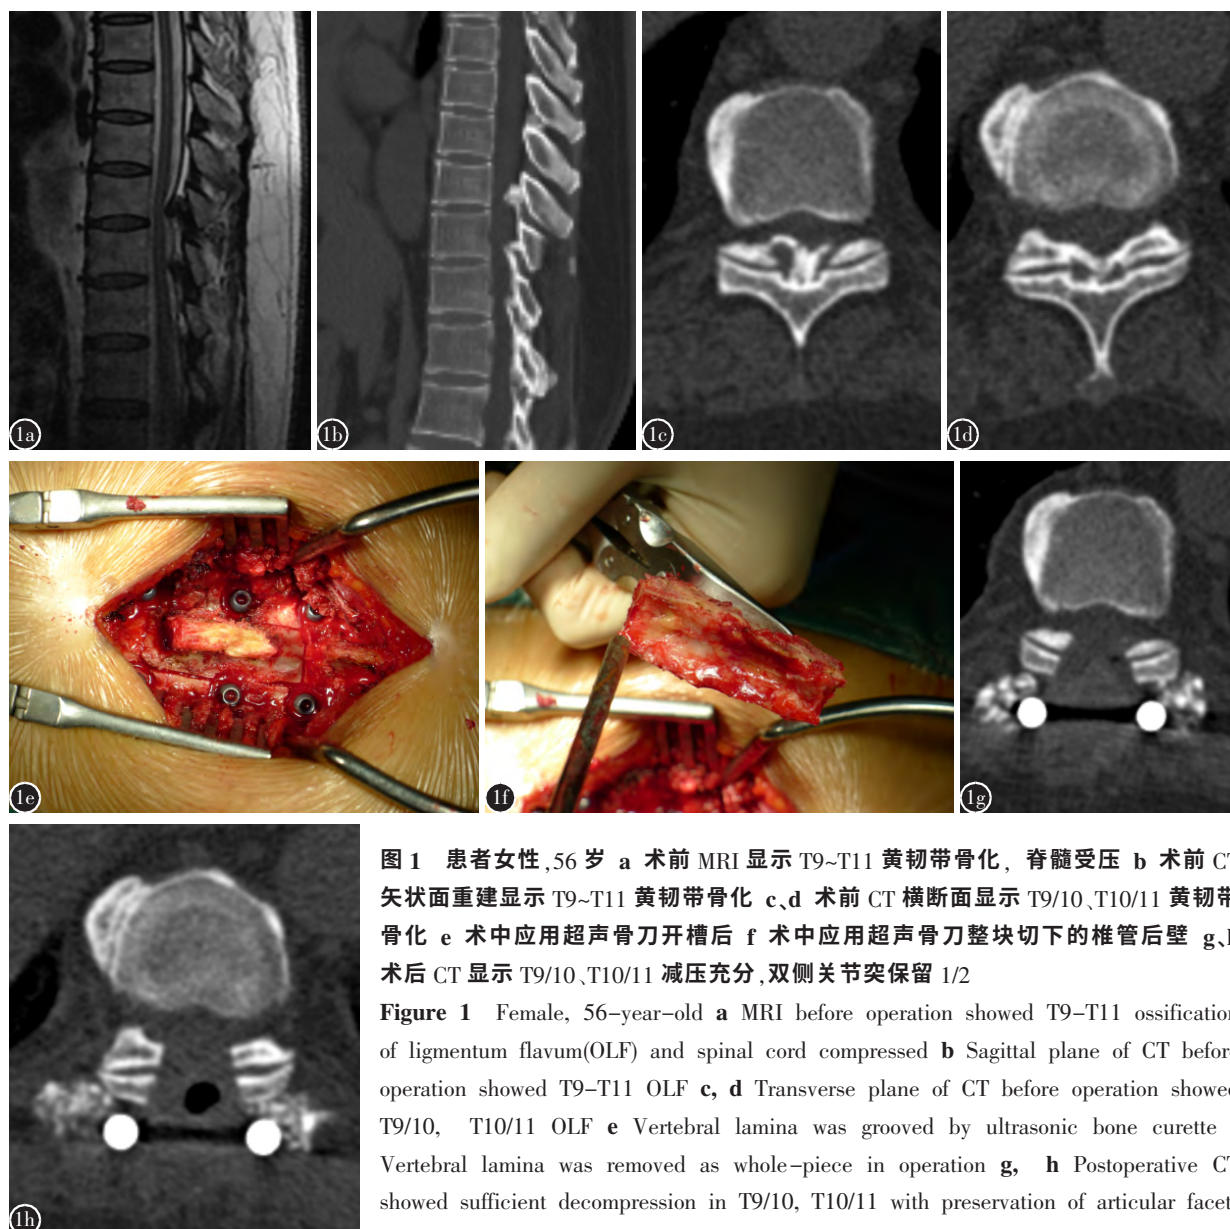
患者女性, 56 岁 a 术前 MRI 显示 T9~T11 黄韧带骨化, 脊髓受压 b 术前 CT 矢状面重建显示 T9~T11 黄韧带骨化 c、d 术前 CT 横断面显示 T9/10、T10/11 黄韧带骨化 e 术中应用超声骨刀开槽后 f 术中应用超声骨刀整块切下的椎管后壁 g、h 术后 CT 显示 T9/10、T10/11 减压充分, 双侧关节突保留 1/2
